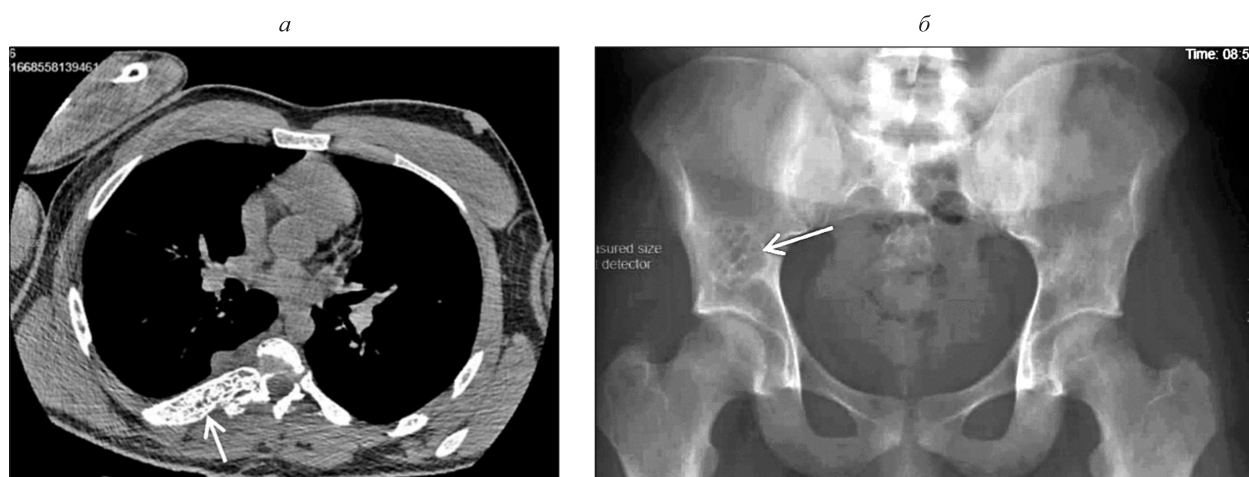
МСКТ грудной клетки (а) и рентгенография костей таза (б). Стрелками отмечены очаги поражения костей
